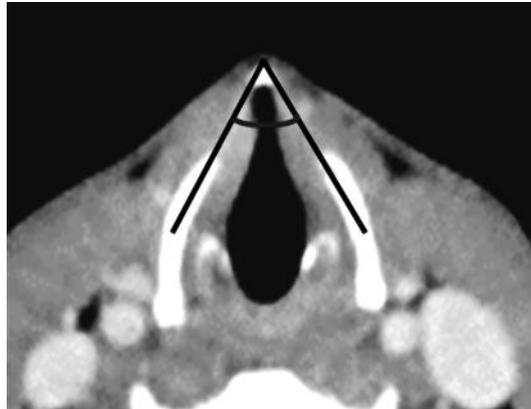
甲状軟骨突出角度：CTによる甲状軟骨両翼の角度（AとBの平均値）
